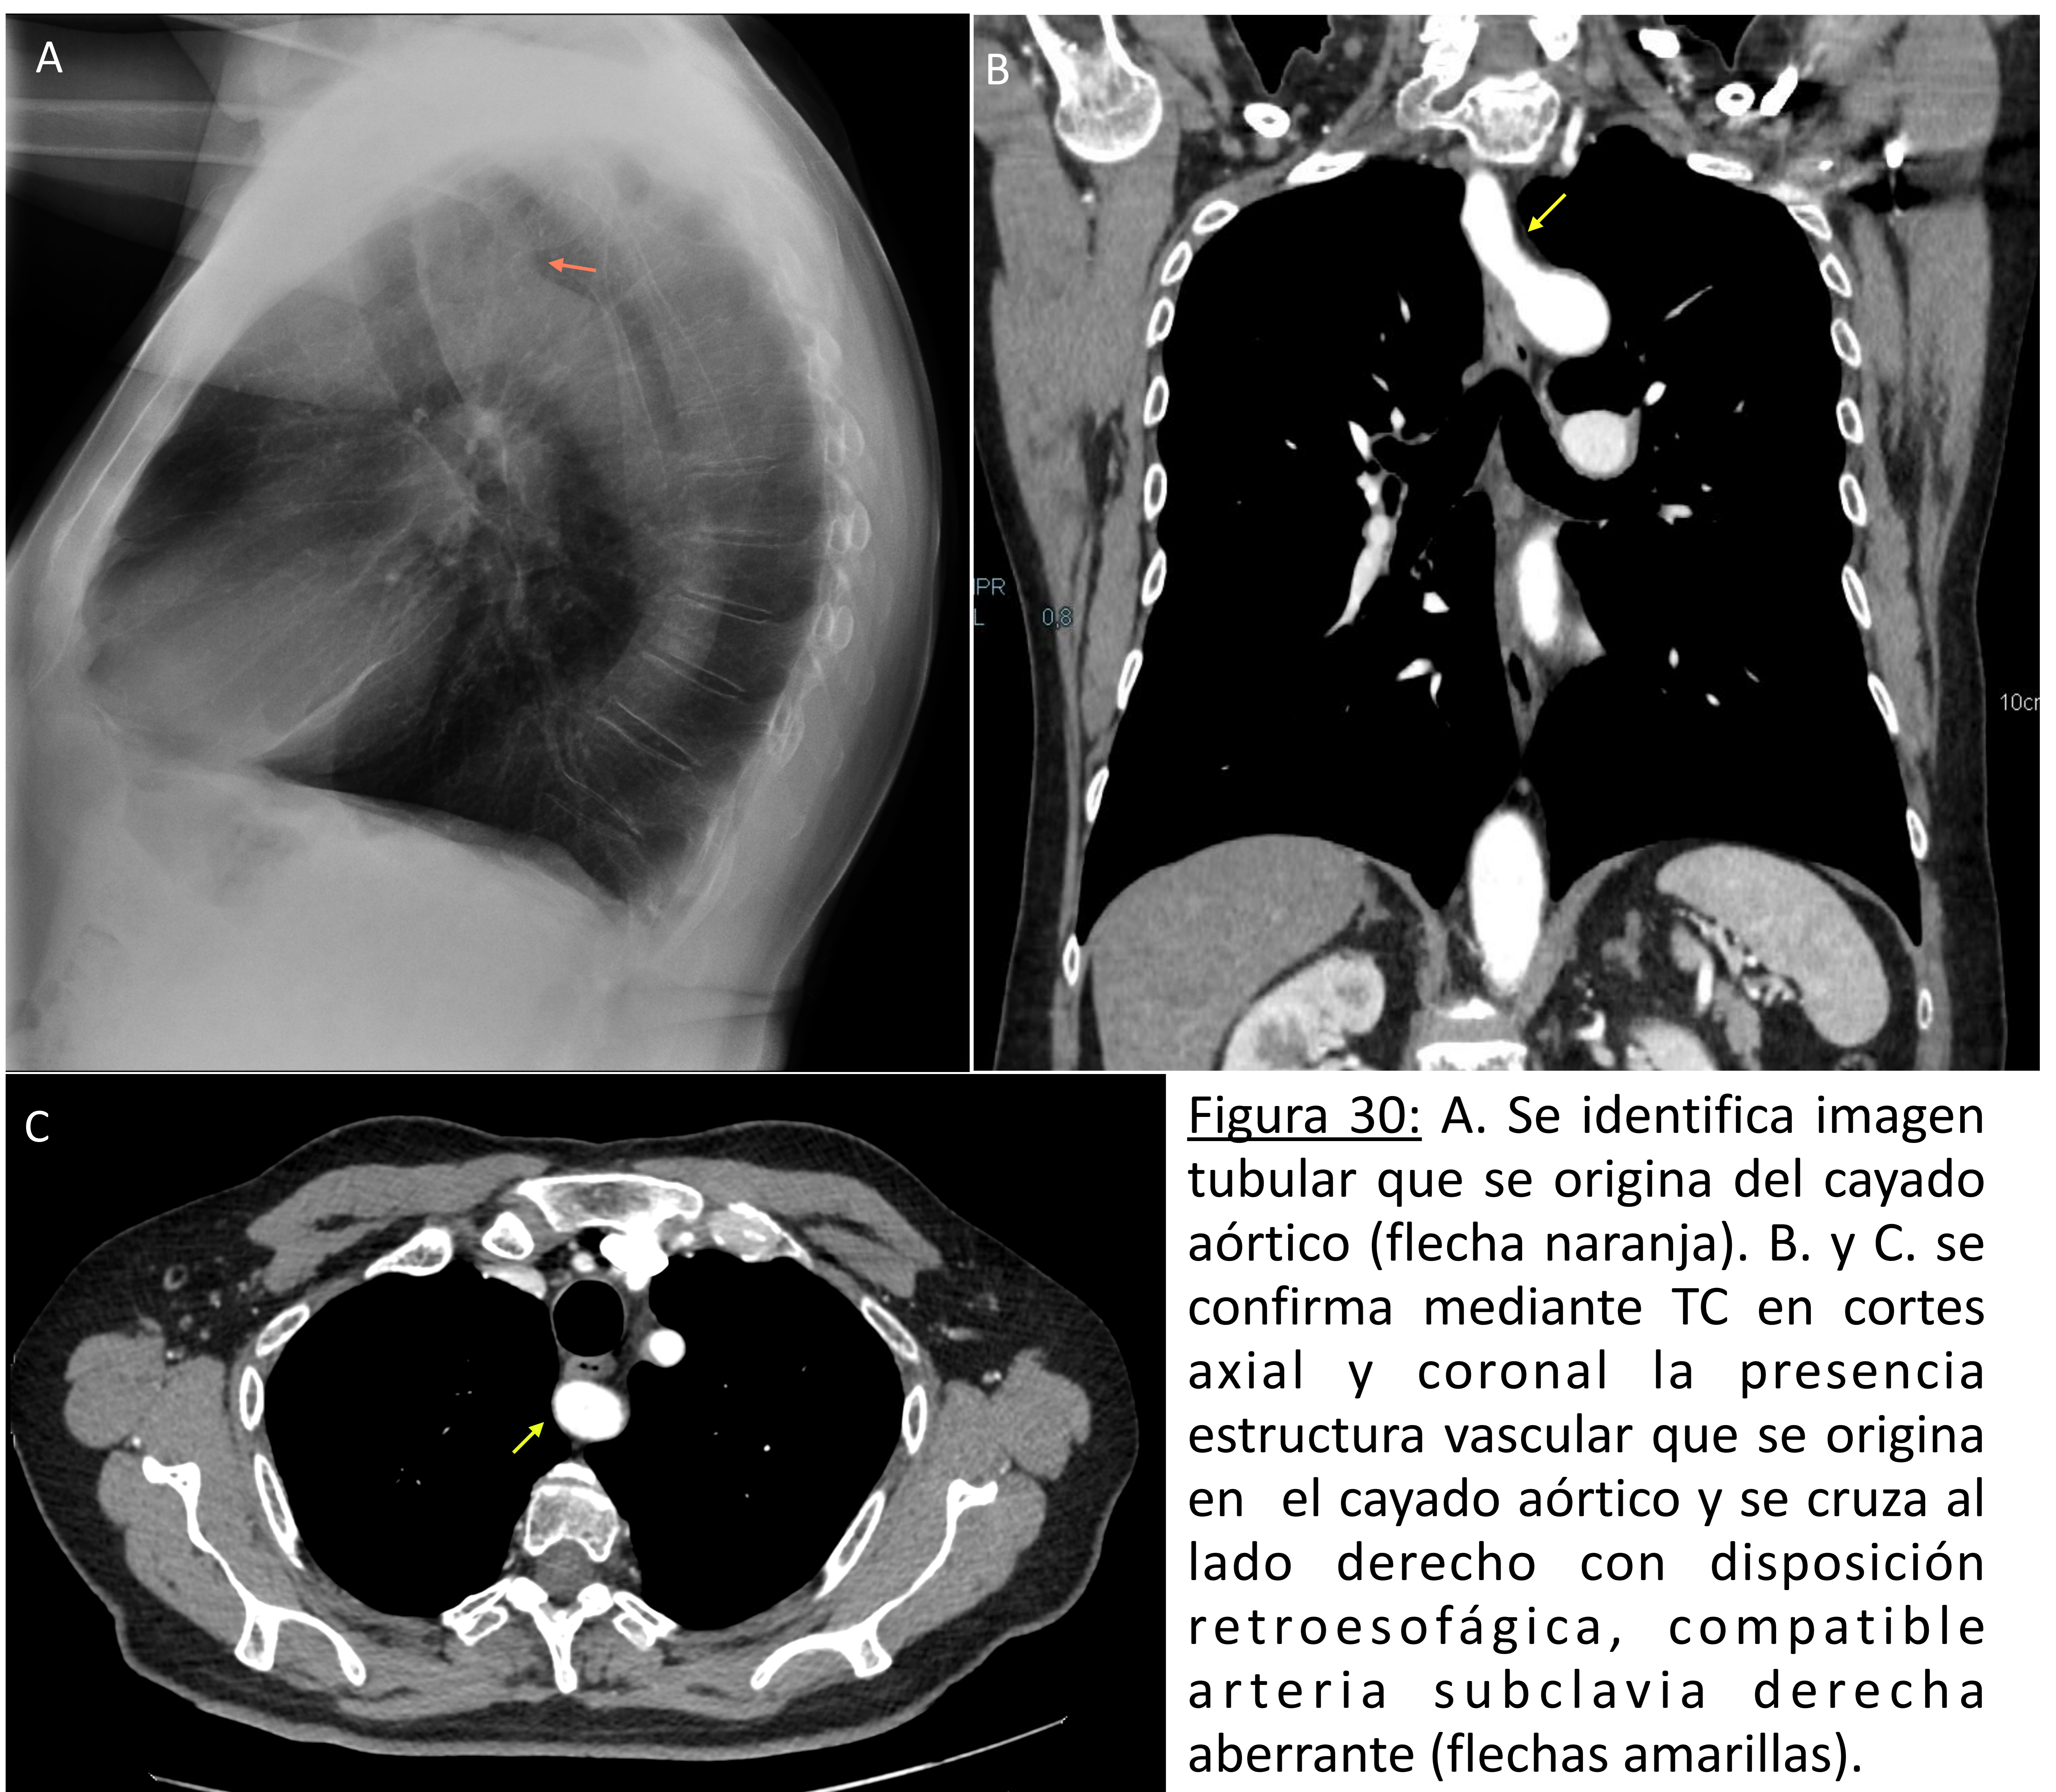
A. Se identifica imagen tubular que se origina del cayado aórtico (flecha naranja). B. y C. se confirma mediante TC en cortes axial y coronal la presencia estructura vascular que se origina en el cayado aórtico y se cruza al lado derecho con disposición retroesofágica, compatible arteria subclavia derecha aberrante (flechas amarillas).
